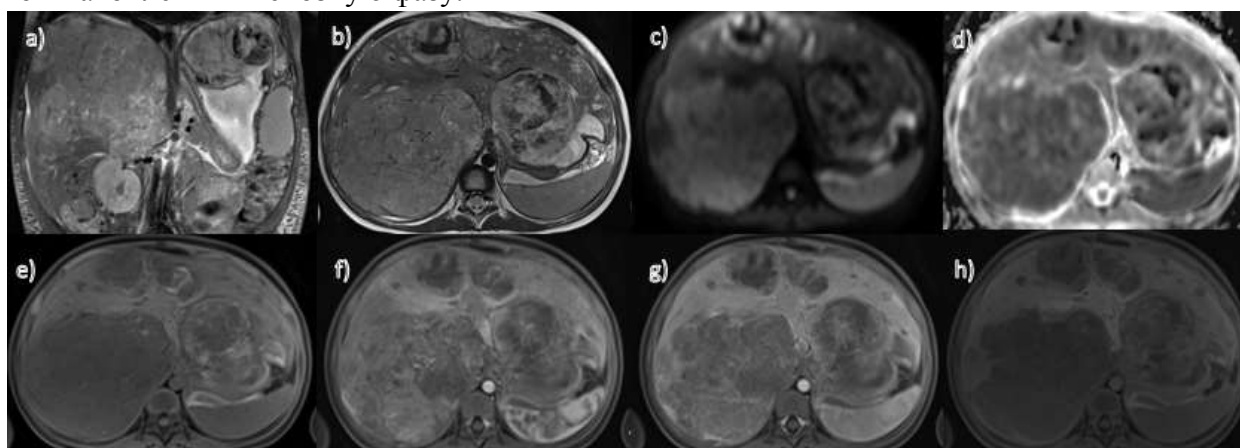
Пациент, 2 года, мультифокальная гепатобластома. МРТ а) в коронарной проекции; b-h) в аксиальной проекции с динамическим контрастным усилением: а) T2ВИ с подавлением сигнала от жировой ткани; б) T2ВИ; в) ДВИ с фактором взвешенности 800; д) ИКД-карта; е) T1vibe до введения контрастного препарата; ф) T1vibe артериальная фаза; г) T1vibe венозная фаза; h) T1vibe отсроченная (20') фаза. Во всех сегментах печени визуализируются множественные очаги, гиперинтенсивные на T2ВИ. На ДВИ с фактором взвешенности 800 отмечается гиперинтенсивный сигнал. На ИКД карте образования
